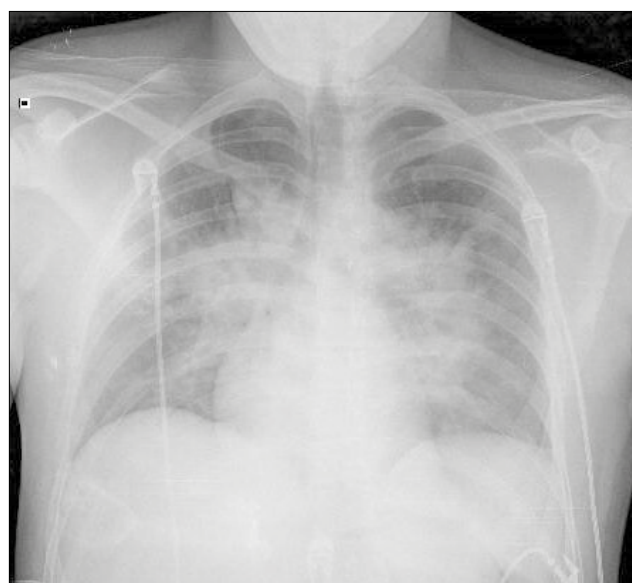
Radiografía tórax portátil en Unidad de Cuidados Intensivos (UCI) a su llegada. Se observa infiltrado alveolo- intersticial perihiliar bilateral.
